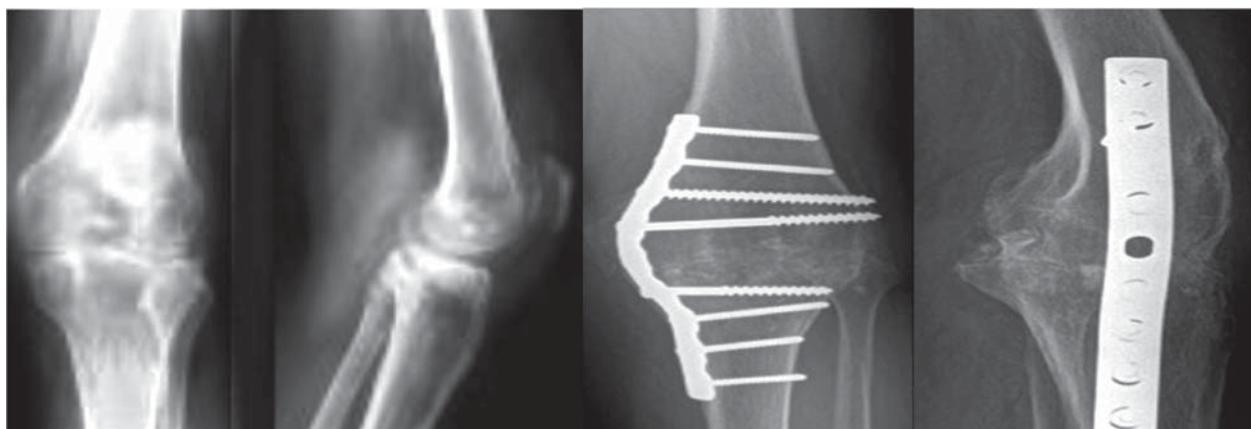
Рентгенограми ураженого колінного суглоба до та після артродезування
